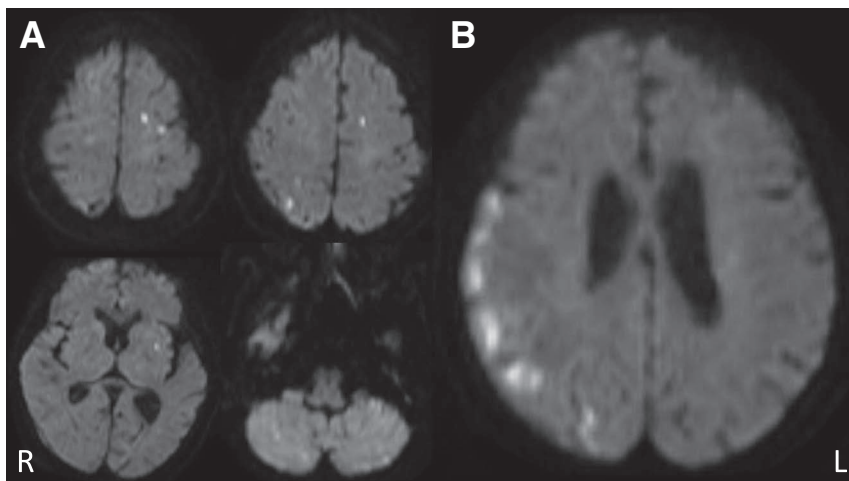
Diffusion-weighted axial MRI (1.5 T; TR/TE 5,000/84).
